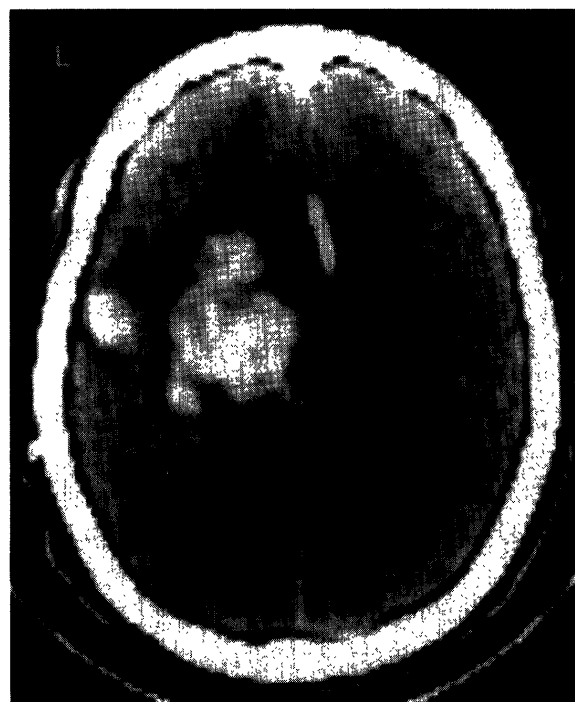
Computed tomography scan showing a massive intracerebral hemorrhage in the left putaminal region. Arrow indicates shunt tube.
